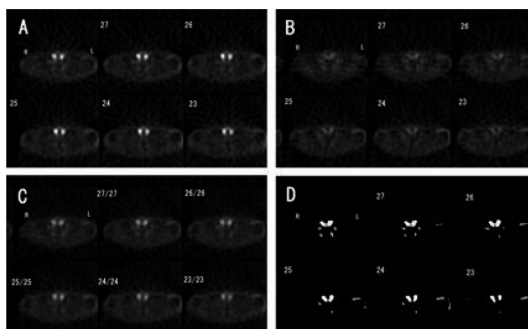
SPECT images in a patient. (A) Early image, (B) Delayed image, (C) Fusion image, and (D) Subtraction image.
